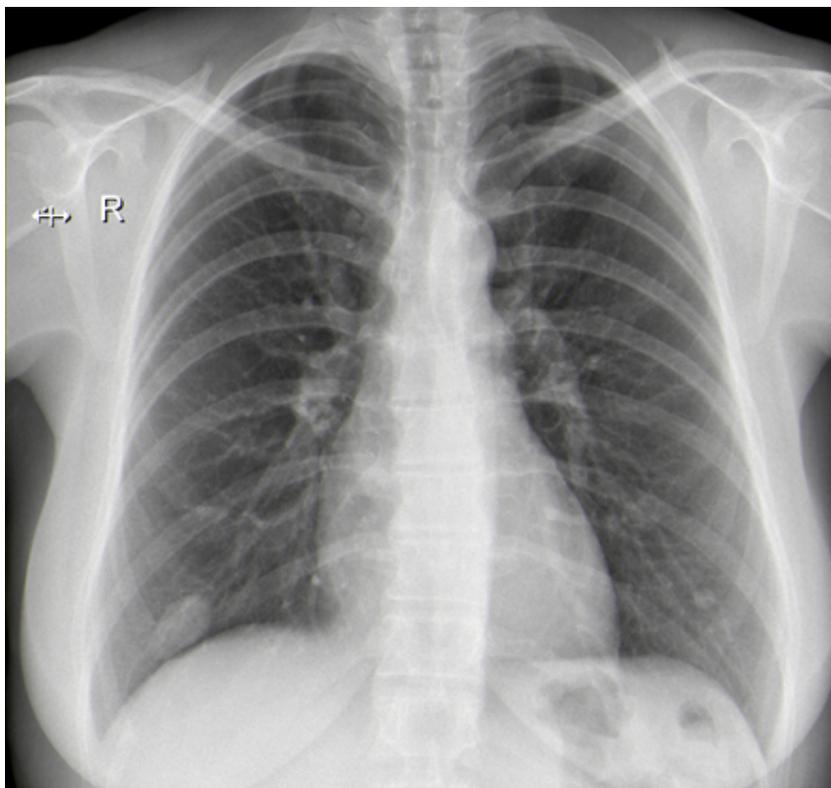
Radiografia de tórax: na base do hemitórax direito identifica-se uma opacidade nodular, com cerca de 3cm. Coexiste no hemitórax esquerdo, no terço inferior, uma outra opacidade nodular, com cerca de 1cm. Estas traduzem prováveis lesões parenquimatosas, justificando-se avaliação adicional por tomografia computadorizada.
